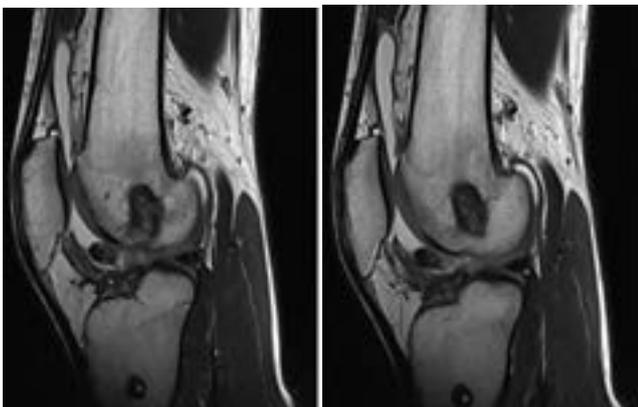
Resonancia Magnética simple de rodilla corte sagital
